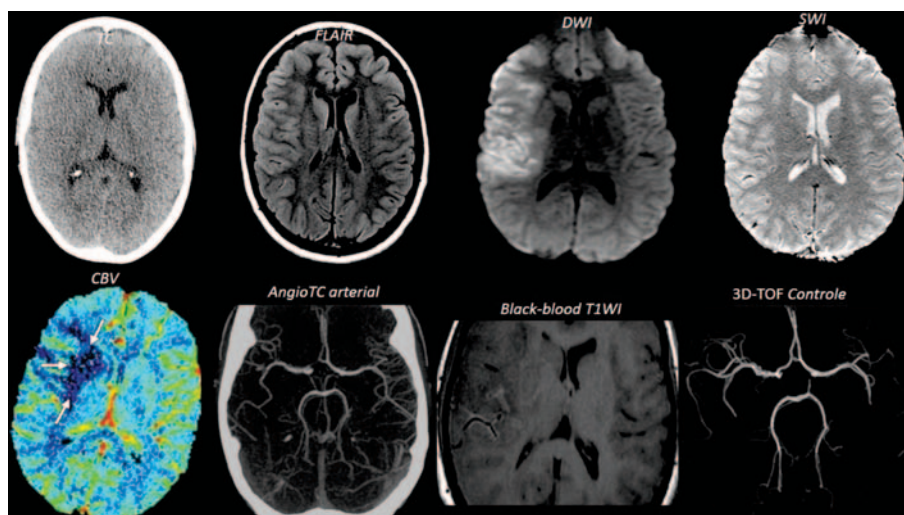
TC: tomografia computadorizada; FLAIR: fluid attenuated inversion recovery; DWI: diffusion weighted imaging; SWI: susceptibility weighted imaging; CBV: cerebral blood volume; T1WI: T1 weighted imaging; 3D-TOF: aquisição tridimensional time of flight.
